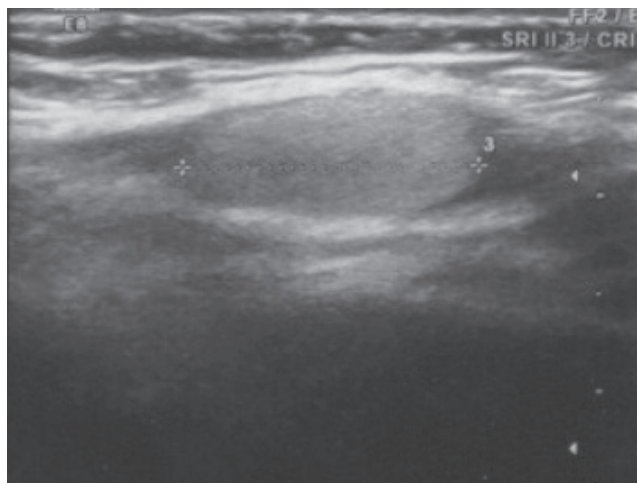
Ultrasonido testicular izquierdo sin microlitiasis testicular, 14 meses de edad.
